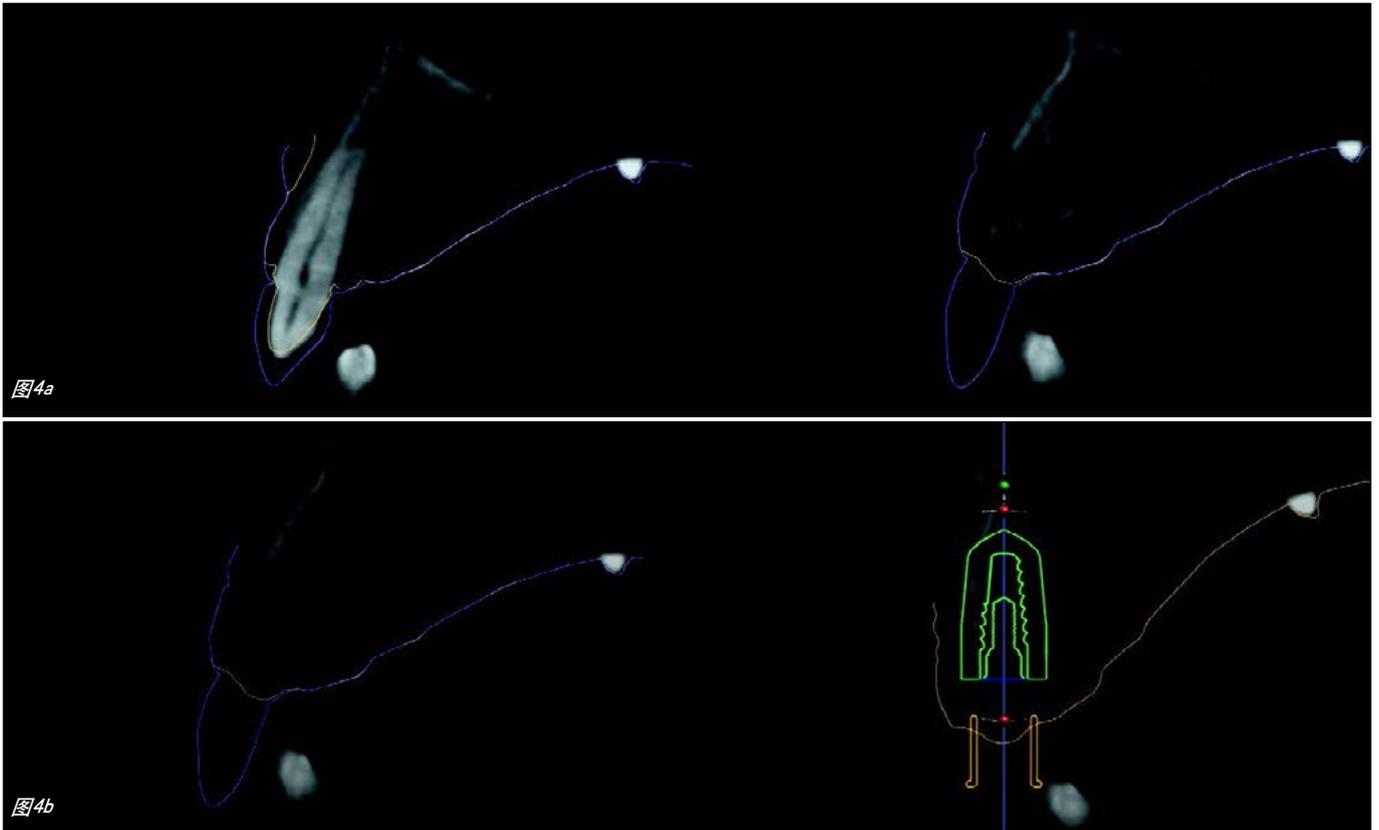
去除原有固定部分义齿前后的CBCT扫描和口内扫描。这有助于以修复为目的（以修复为基础的植体植入）设计种植体位置。
